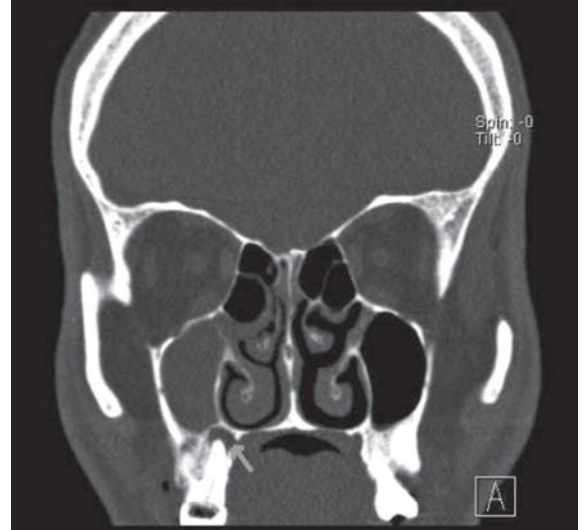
Imagen de TC. Sinusopatía odontogénica secundaria a infección de pieza dentaria (flecha).
